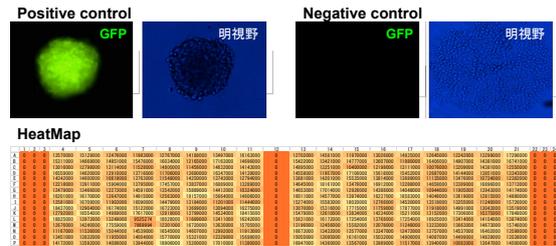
CT26を用いたSpheroid形成に基づくスクリーニング系の予備実験
